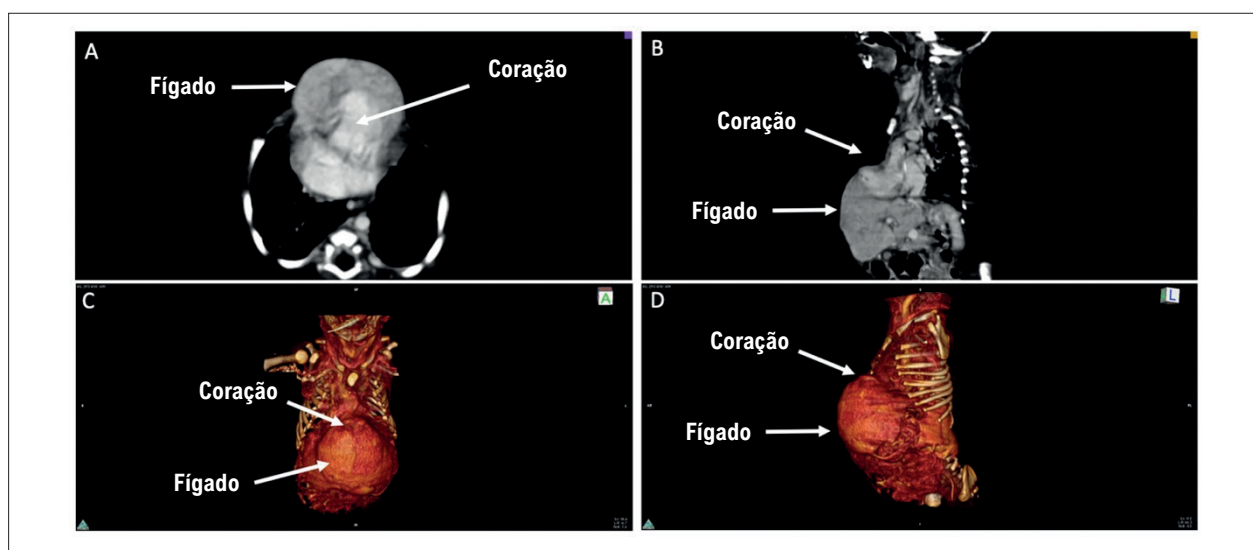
Angiotomografia. A e B) Angiotomografia evidenciando herniação do coração e do fígado; C e D) reconstrução em 3D demonstrando herniação do coração e do fígado.
